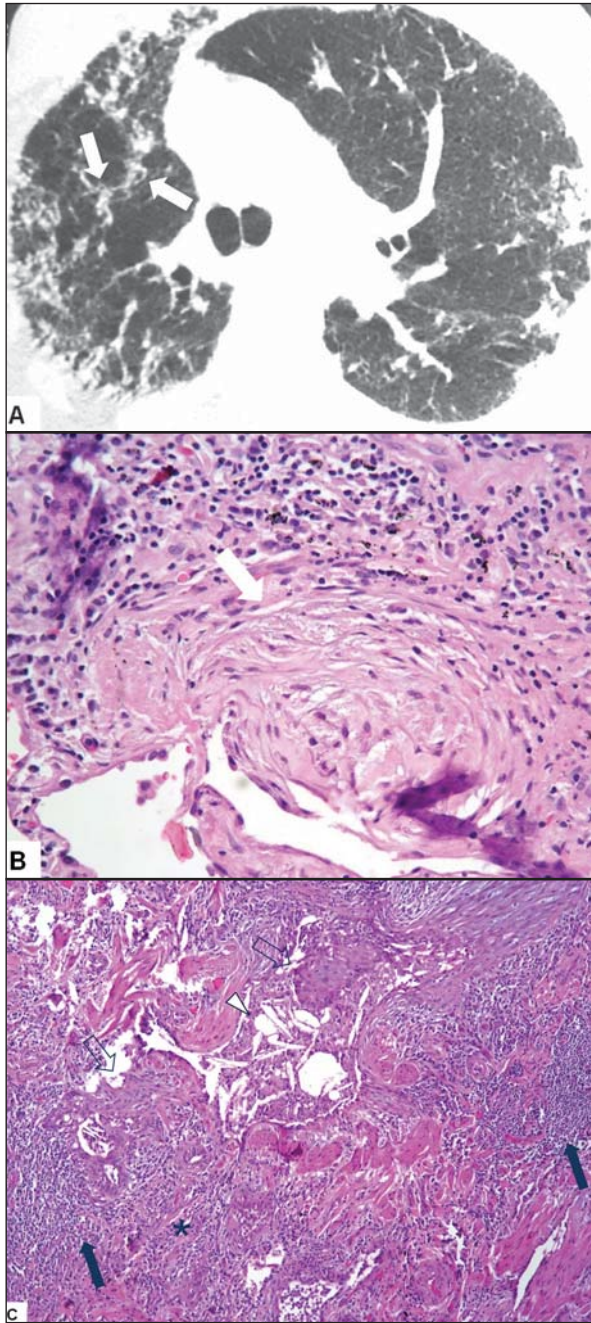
Paciente do sexo feminino, 63 anos, trabalhadora em paiol com palha de milho. A: Tomografia de alta resolução do tórax demonstrando opacidades reticulares de predomínio periférico e alguns focos peribroncovasculares no lobo superior direito (setas). B: Imagens de biópsia cirúrgica em coloração hematoxilina-eosina mostrando áreas de fibrose jovem (seta). Caracteriza-se, em C, infiltrado inflamatório linfocitário com agregados linfóides (setas), focos de fibrose (asterisco), células gigantes com cristais de colesterol (cabeça de seta) e metaplasia escamosa do epitélio respiratório (seta vazada).
